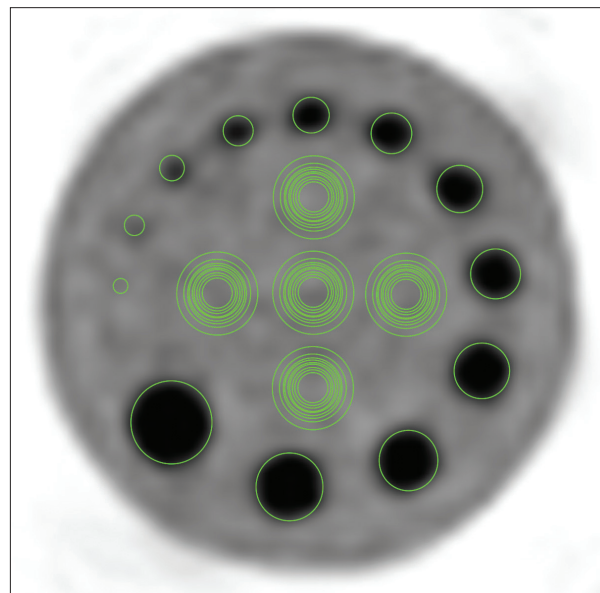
Regions of interest* (ROIs) traçadas para medida da concentração de atividade nos cilindros e no fundo vista em um corte axial da imagem de tomografia por emissão de pósitrons (PET) do simulador Krempser.
